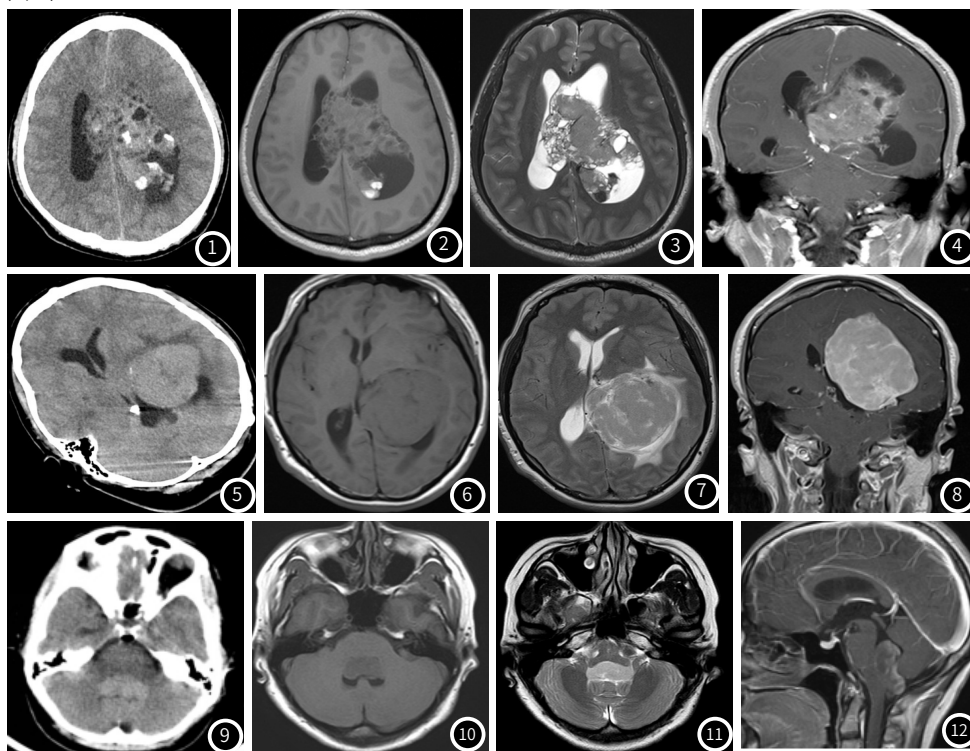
~图4 患者男, 26岁, 中枢神经细胞瘤; 内见弥漫大片状钙化, 可见囊变, 左侧侧脑室后角可见血肿, 病灶周边实质疏松, 呈丝瓜囊状改变; 呈不均匀明显强化。图5~图8 女, 43岁, 纤维型脑膜瘤; CT呈等低密度, 边界较清, 中央可见坏死区; MRI中T₁WI、T₂WI呈等、高信号, 明显不均匀强化。图9~图12 女, 30岁, 室管膜瘤; 病灶位于四脑室, 呈稍高密度影, 交通性脑积水; MRI: T₁WI呈稍低信号, T₂WI稍高信号, 呈不均匀明显强化, 矢状位见肿块突入小脑延髓池呈哑铃状。
